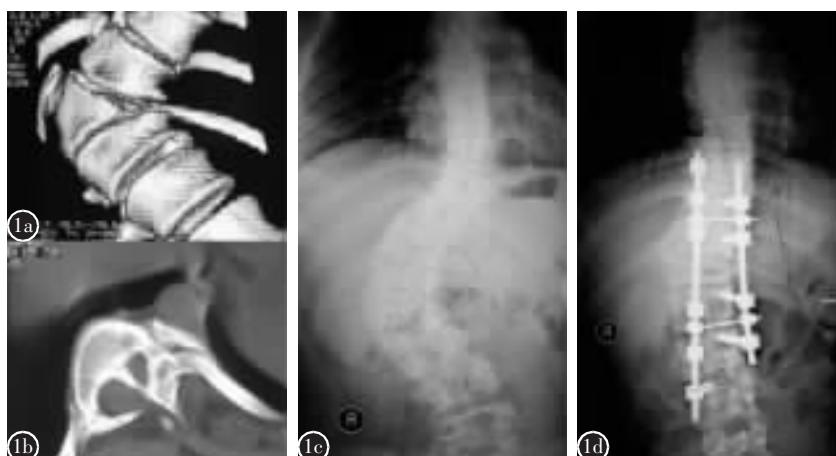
患者男,21岁,发现脊柱畸形 18 年,近 2 年加重 a 术前三维 CT 显示 T12 半椎畸形,脊柱侧凸 b 术前 CT 示脊髓被骨性纵隔分裂 c 术前 X 线正位片示侧凸 Cobb 角 70° d 术后 9 个月 X 线正位片示 Cobb 角 14°,植骨融合良好
